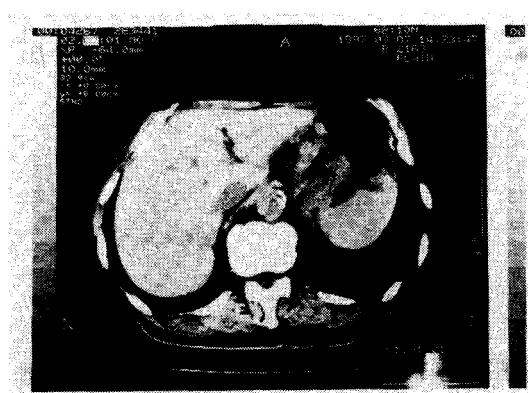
Abdominal CT after treatment. (plane)
